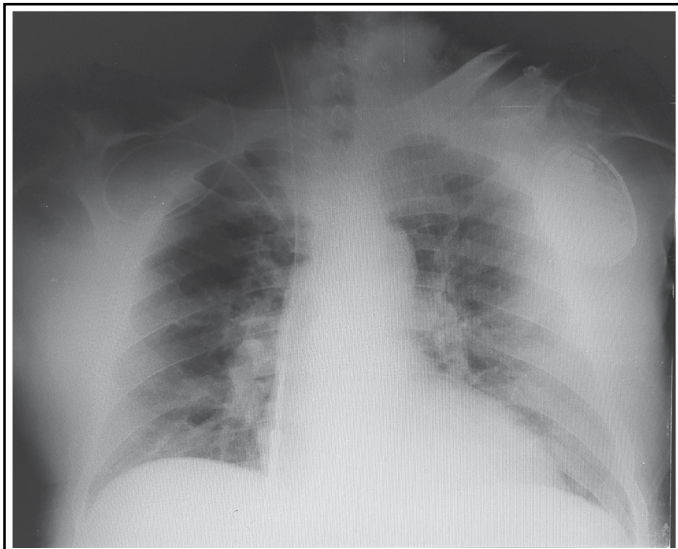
Radiographie pulmonaire objectivant un déplacement de sonde VD.
